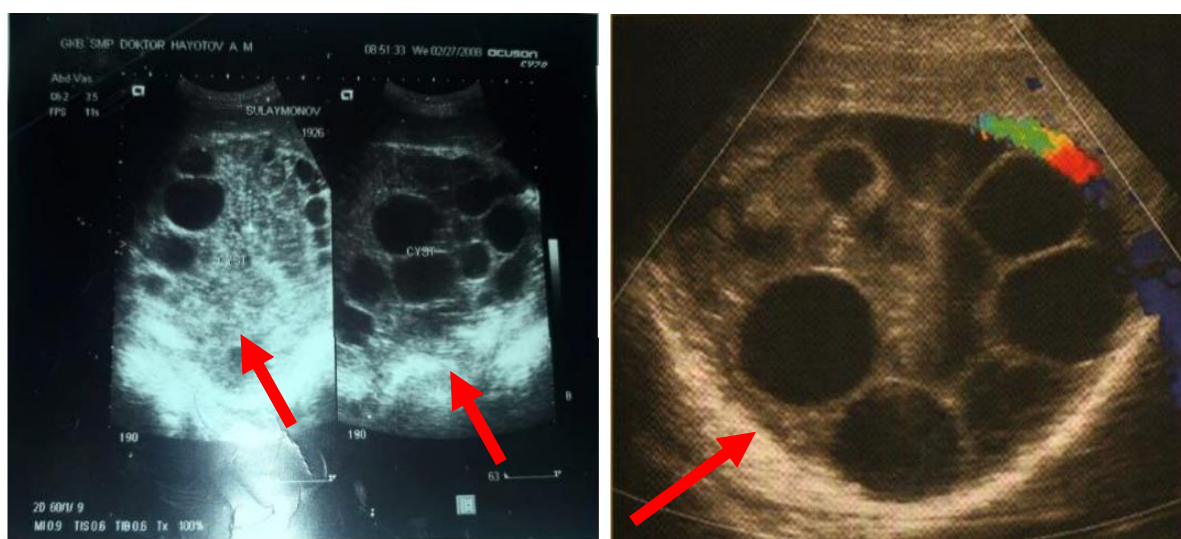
УЗИ (1). УЗИ с ЦДК (2). Эхинококковые кисты печени
